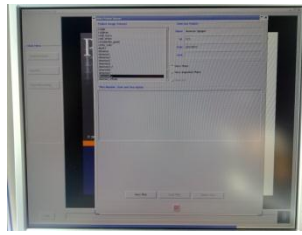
13: Prowess Panther planlama sisteminde BT sayısı gösterimi
